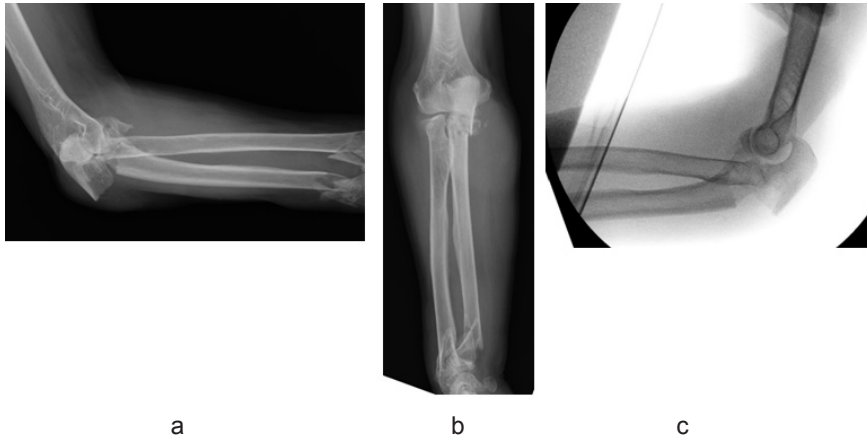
症例1 a,b. 術前単純X線像 c. 術前透視画像
